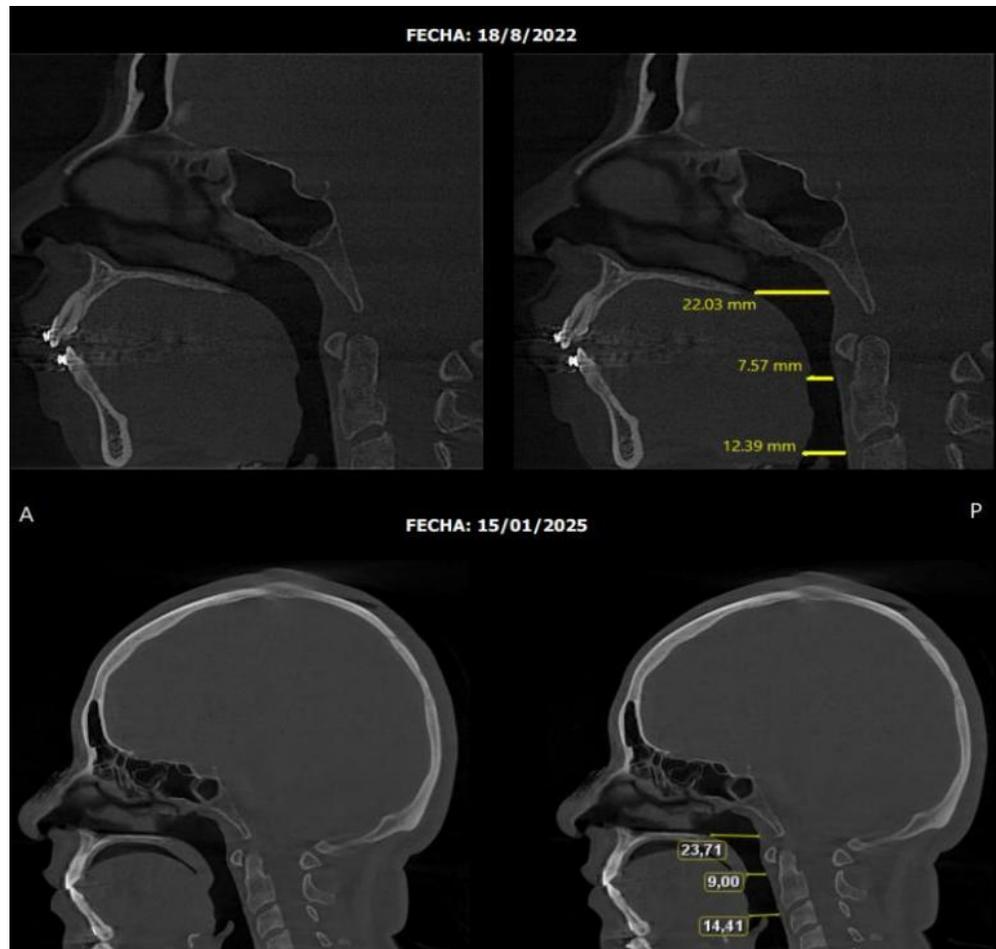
Comparación de vías aéreas de la paciente 2 años 6 meses después de la cirugía, tomografía de macizo facial, corte sagital
